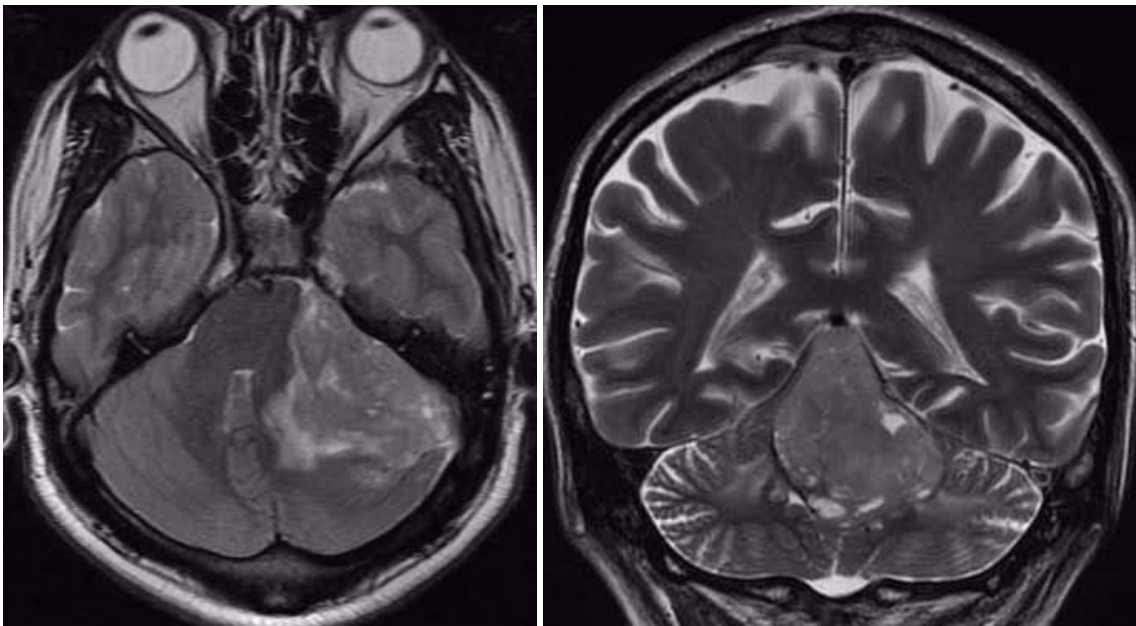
A LA IZQUIERDA IRM EN CORTE AXIAL, SECUENCIA T2 CON TUMOR HETEROGÉNEO QUE DESPLAZA HERMISFERIO CEREBELOSO IZQUIERDO Y EL TALLO CEREBRAL, OBLITERANDO AL IV VENTRÍCULO. A LA DERECHA IRM CORTE CORONAL, SECUENCIA T2 CON TUMOR QUE OCUPA EL IV VENTRÍCULO.
